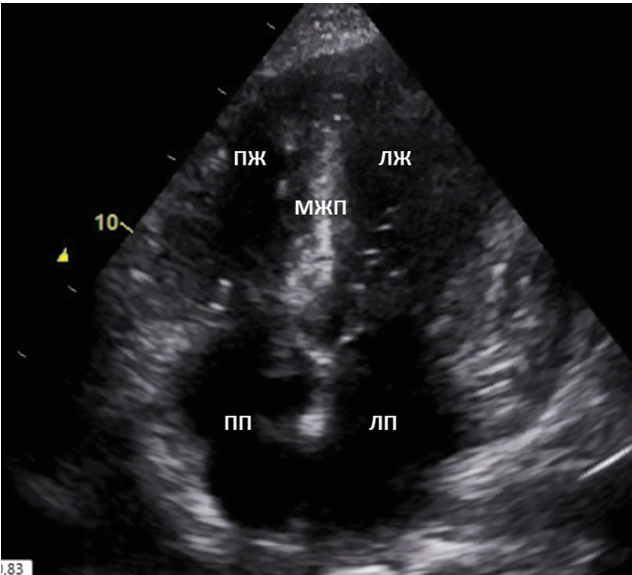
В. Эхокардиограмма (Фото предоставлены доктором Ганиевой И.И.). Апикальная четырехкамерная позиция: выраженная гипертрофия миокарда левого желудочка, дилатация предсердий. ЛЖ — левый желудочек, ПЖ — правый желудочек, МЖП — межжелудочковая перегородка, ЛП — левое предсердие, ПП — правое предсердие
